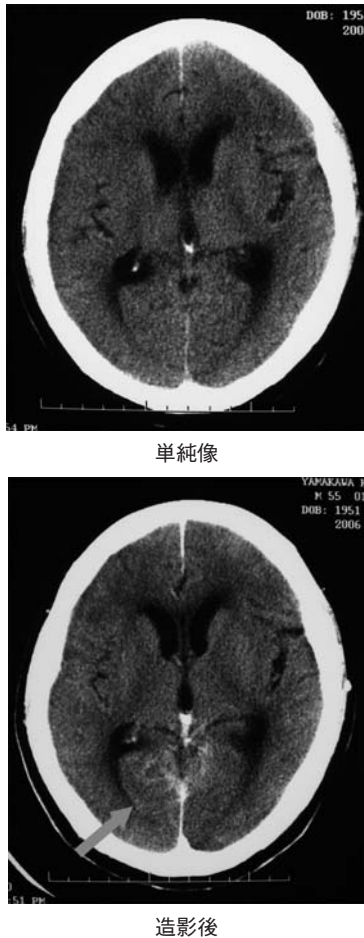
Enhanced brain CT showed a diffusely enhanced lesion along the surface of brain (arrow), but the image was not as clear as that of MRI.
